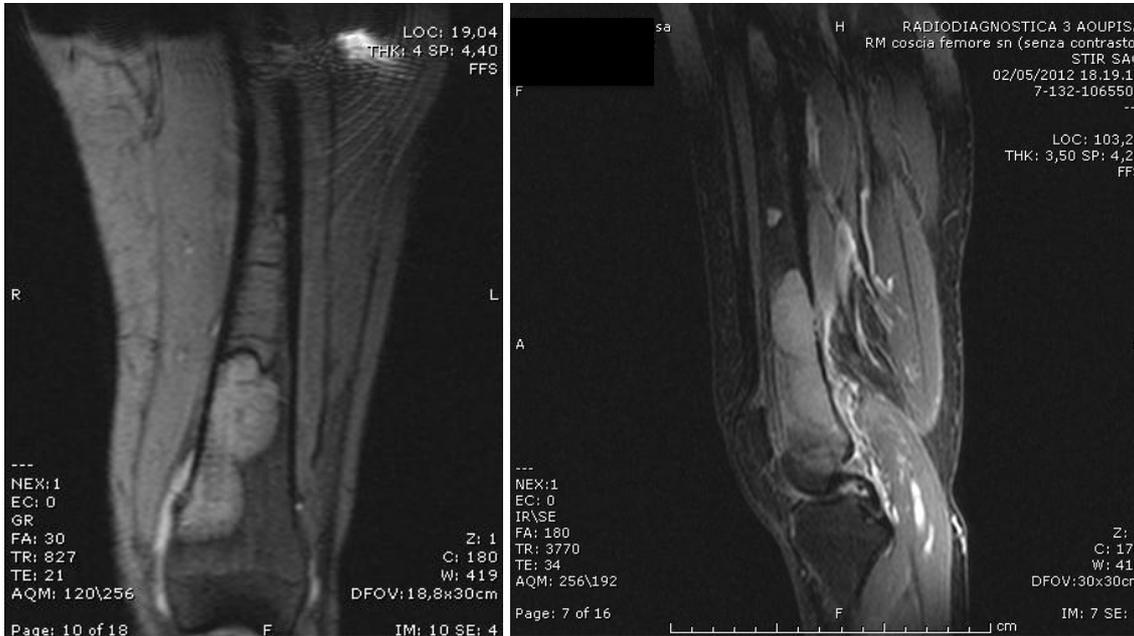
RMN preoperatorie del femore di sinistra.
